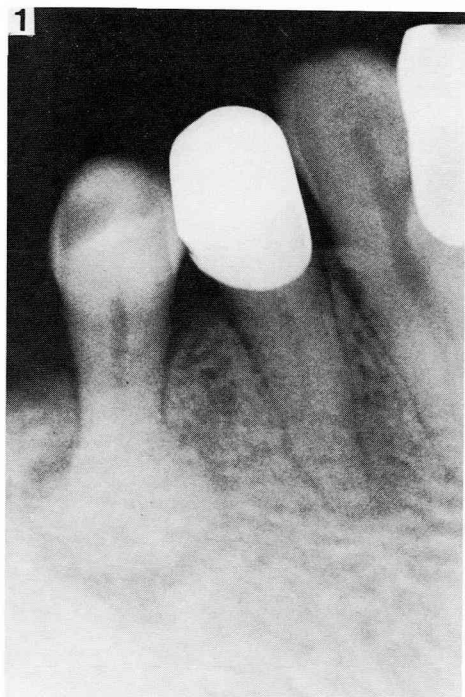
X線写真。5根端部にあずき大の不透過像を認める。
